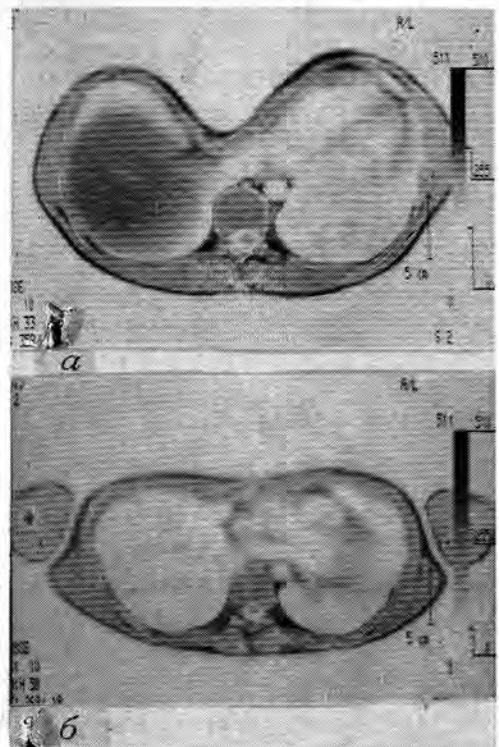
Томограмма больного З., 25 лет, с III степенью деформации: а—до операции, б—через 6 месяцев после операции.
